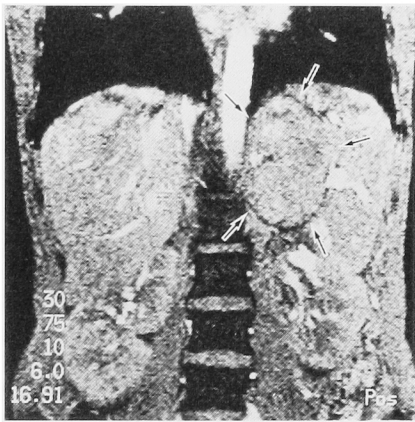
Magnetic resonance imaging reveals a heterogeneous intensity mass (arrow).
